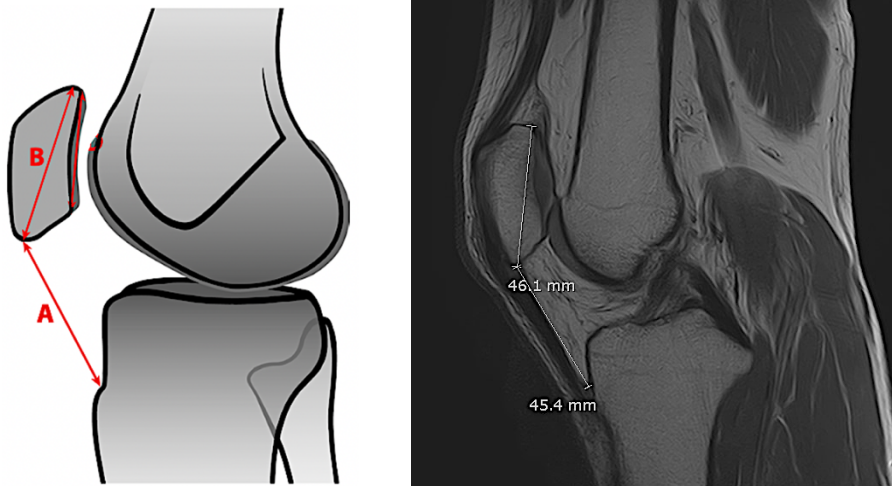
Esquerda: representação esquemática para a realização da medição ISI. Direita: Exame de RM do Joelho, ponderação DP, corte sagital – Execução da medição ISI
